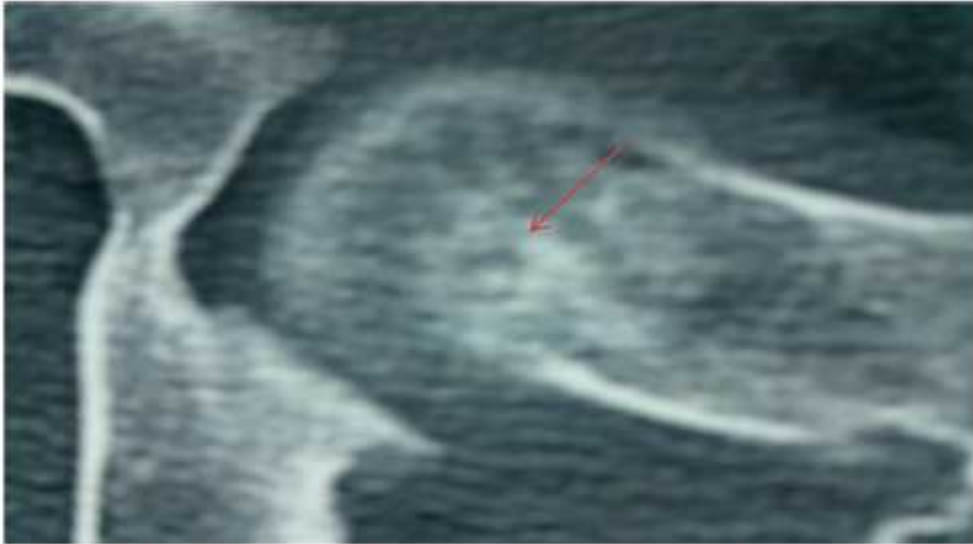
TDM de la hanche gauche qui montre une lacune hypo dense avec une petite opacité excentrée, l'interligne artriculaire est normale.
